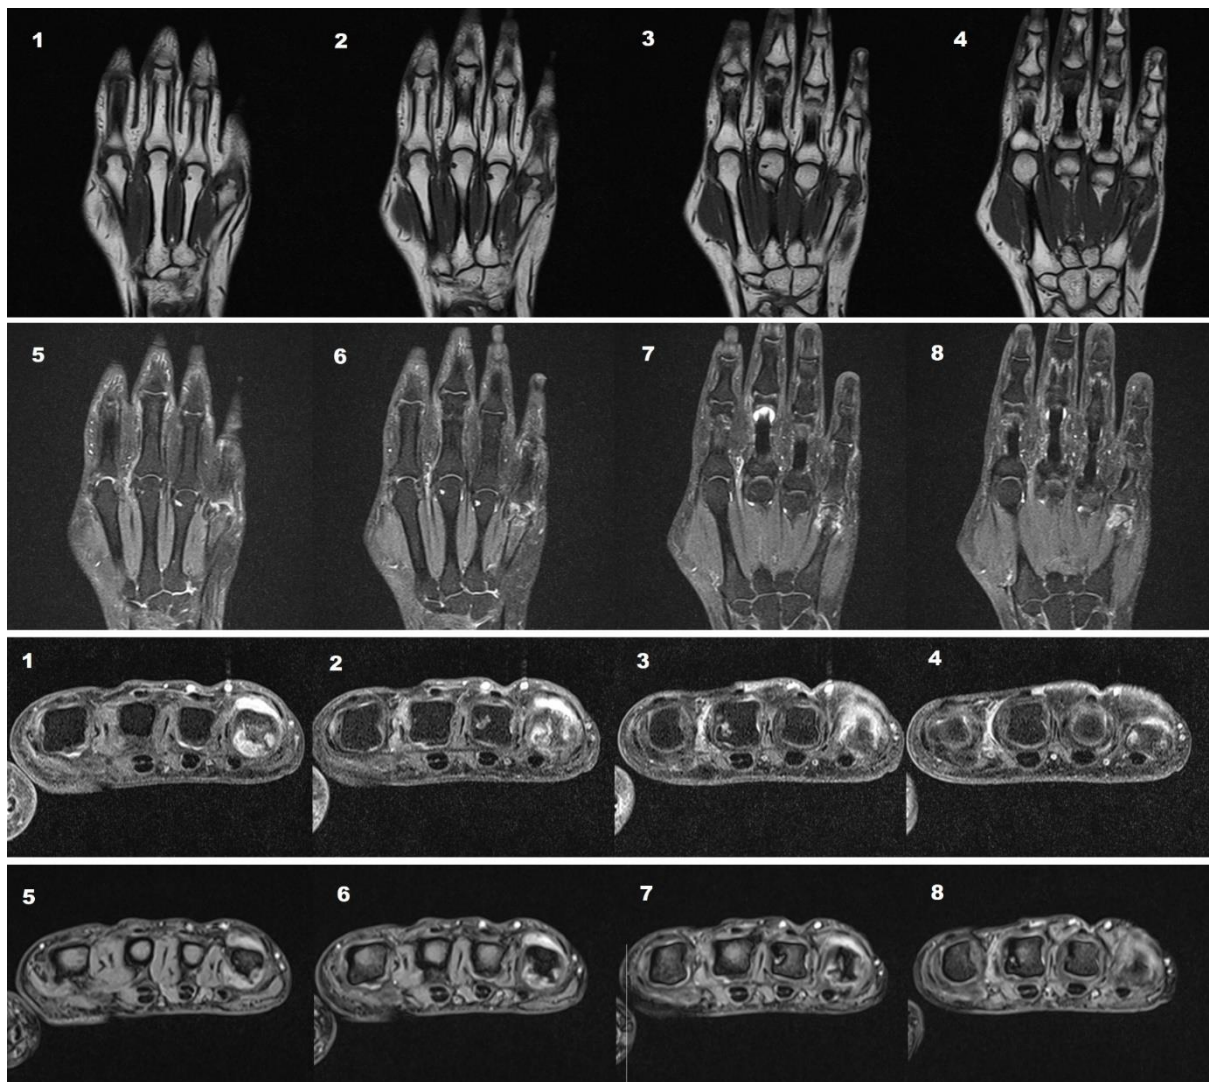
Das Scoring von Knochenerosionen durch MRT-Sequenzen
